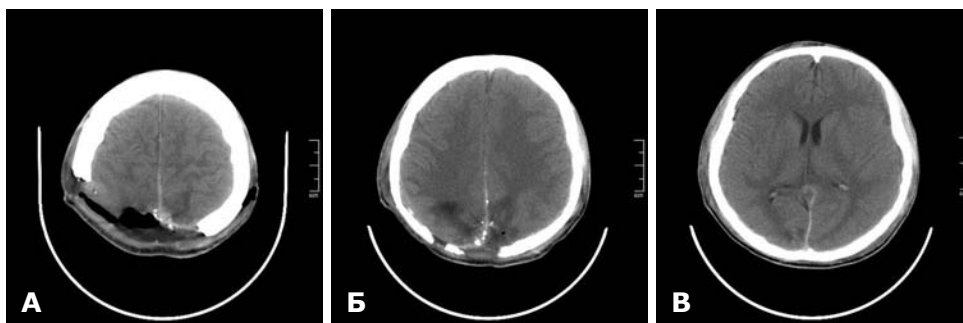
СКТ головного мозку після операції. А — дефект склепіння черепа, субдуральне накопичення СМР та повітря; Б — декілька кісткових фрагментів в проекції серпа великого мозку; В — регрес набряку мозку, чітка візуалізація борозн та звивин.
